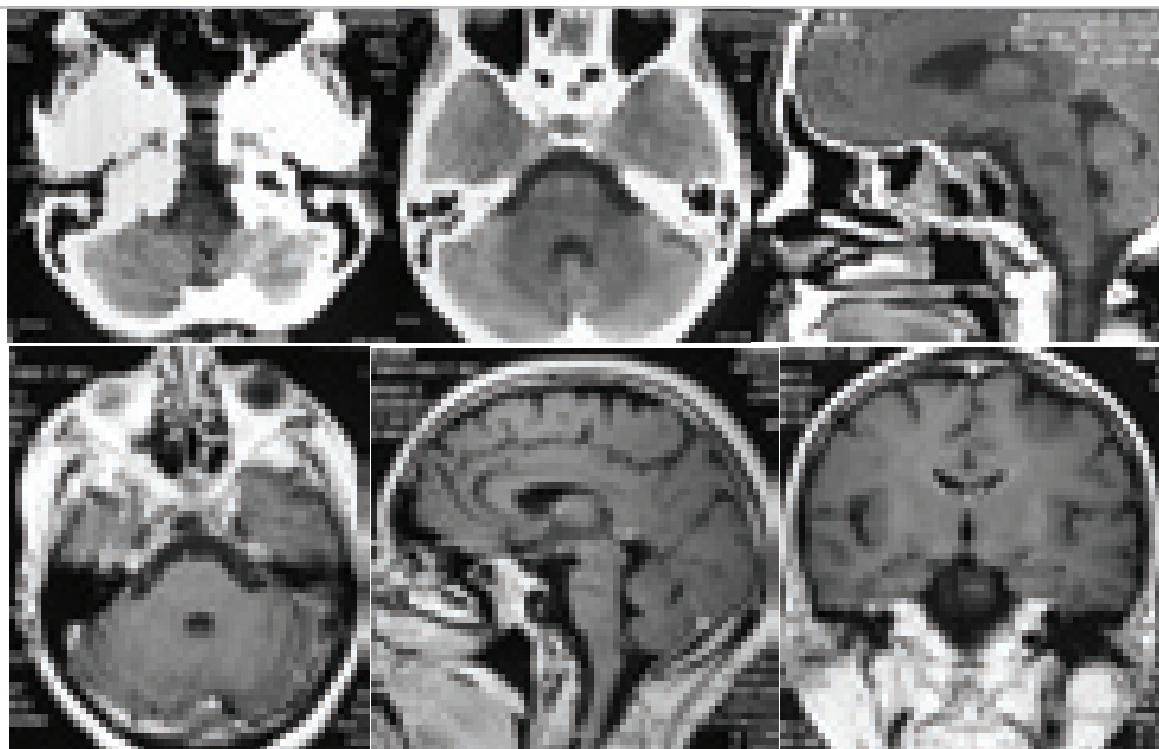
Контрольные КТ и МРТ больной Ш. 57 лет через 12 месяцев после операции.
